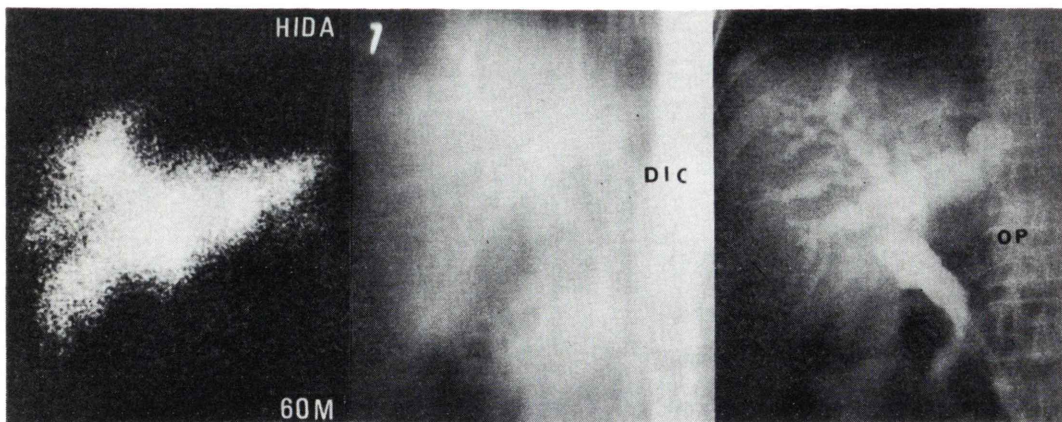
Correlation of dilatation of the common bile duct with ^{99m}Tc -HIDA scan (left), tomographic intravenous cholangiogram (middle) and operative cholangiogram (right) in a choledocholithiasis is represented.
